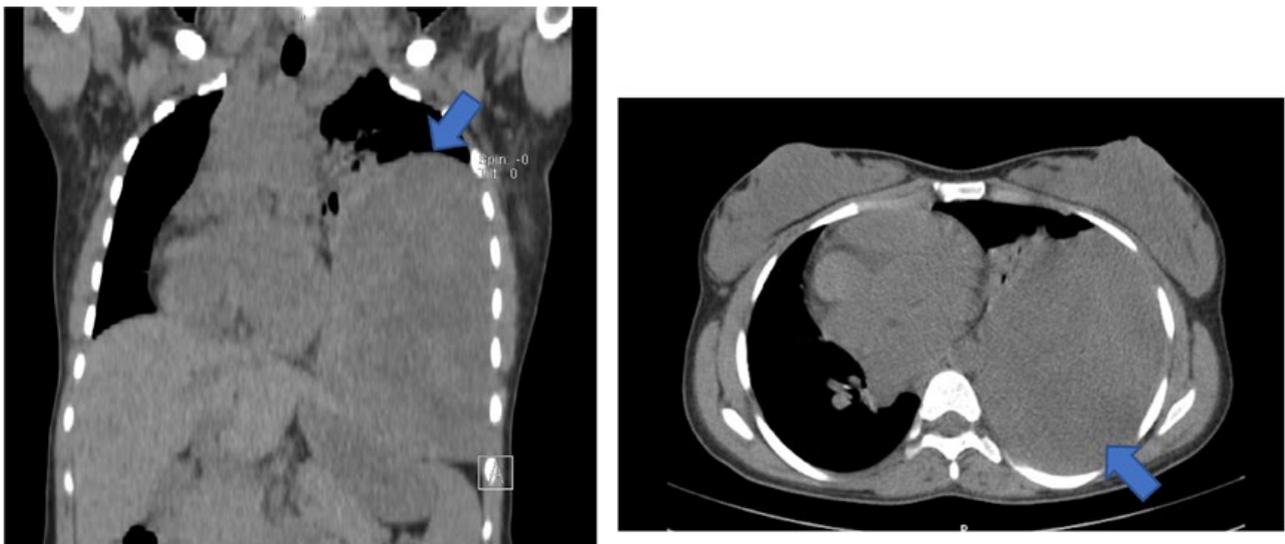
(A) Corte coronal, (B) Corte axial. Tomografia computadorizada do tórax a mostrar volumosa lesão (167x100 mm) (setas), que oblitera a quase totalidade do pulmão esquerdo, condicionando desvio contralateral do mediastino.
